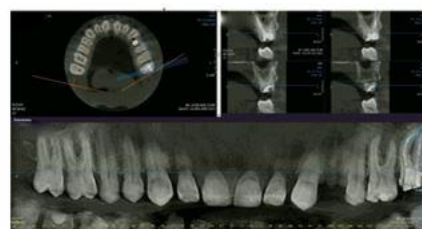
2.7, imagine CBCT, control la 4 ani după finalizarea tratamentului endodontic, obturația coronară fracturată și proces carios distal
